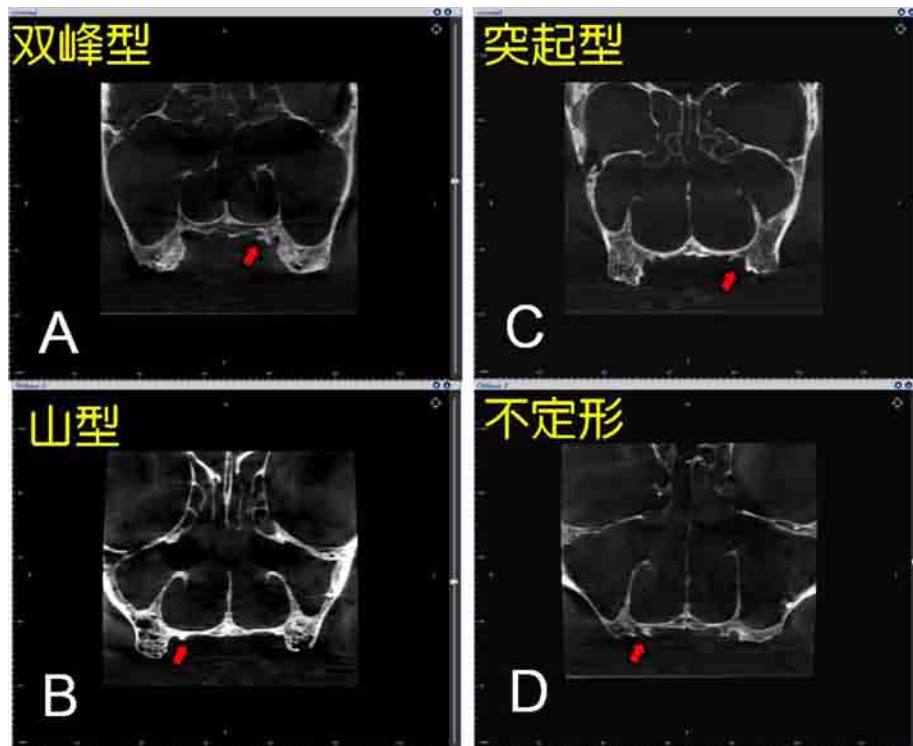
Frontal section of CBCT image. 4 pattern of the groove on the palate. A: bimodal, B: modal, C: protrusion type, D: irregular. In each pattern to form a groove (arrows)
